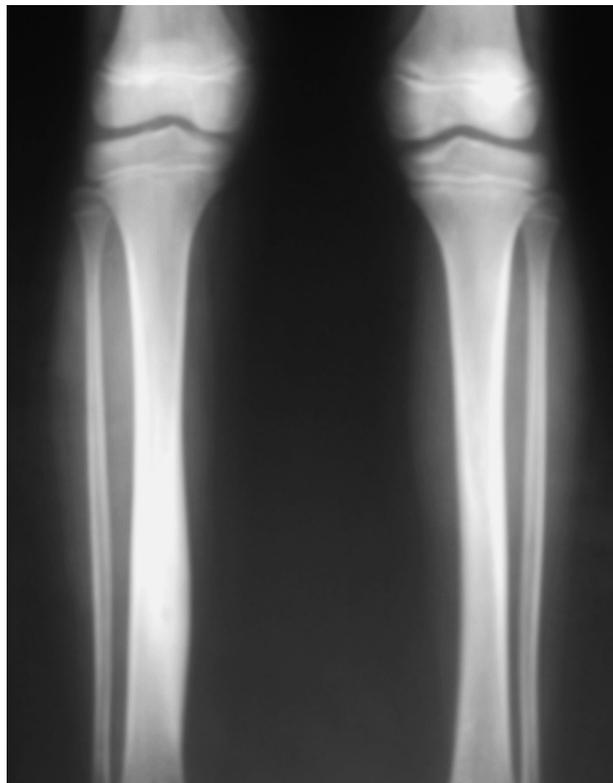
Radiografía anteroposterior de ambas tibias. En la tibia derecha puede observarse la imagen de reacción perióstica a nivel del 1/3.
